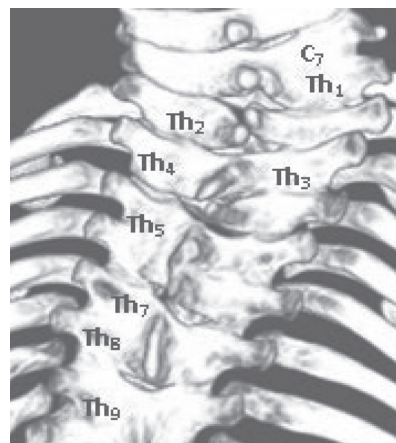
Spina bifida posterior* и конкреция дуг грудных позвонков (3D-реконструкция позвоночника, вид сзади). Компьютерная томограмма
